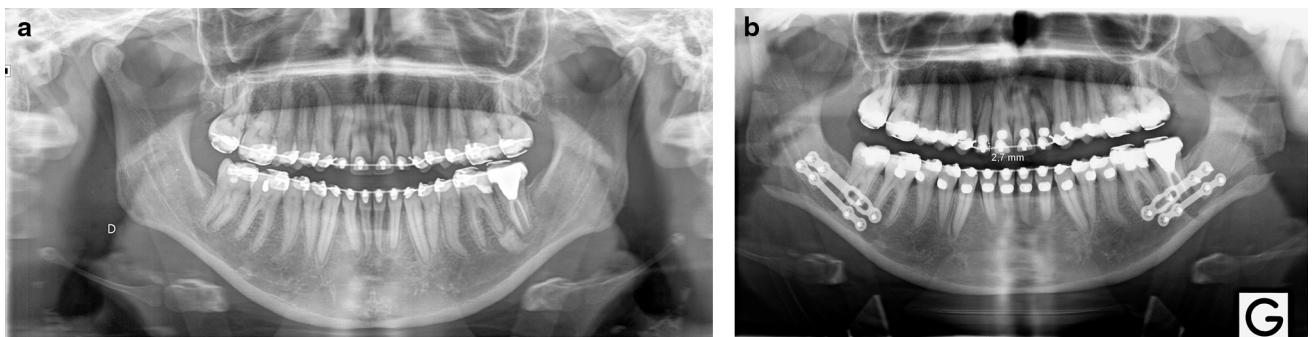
(a) Pre-operative panoramic dental X-ray (same case as in Fig. 5); (b) post-operative follow-up.
